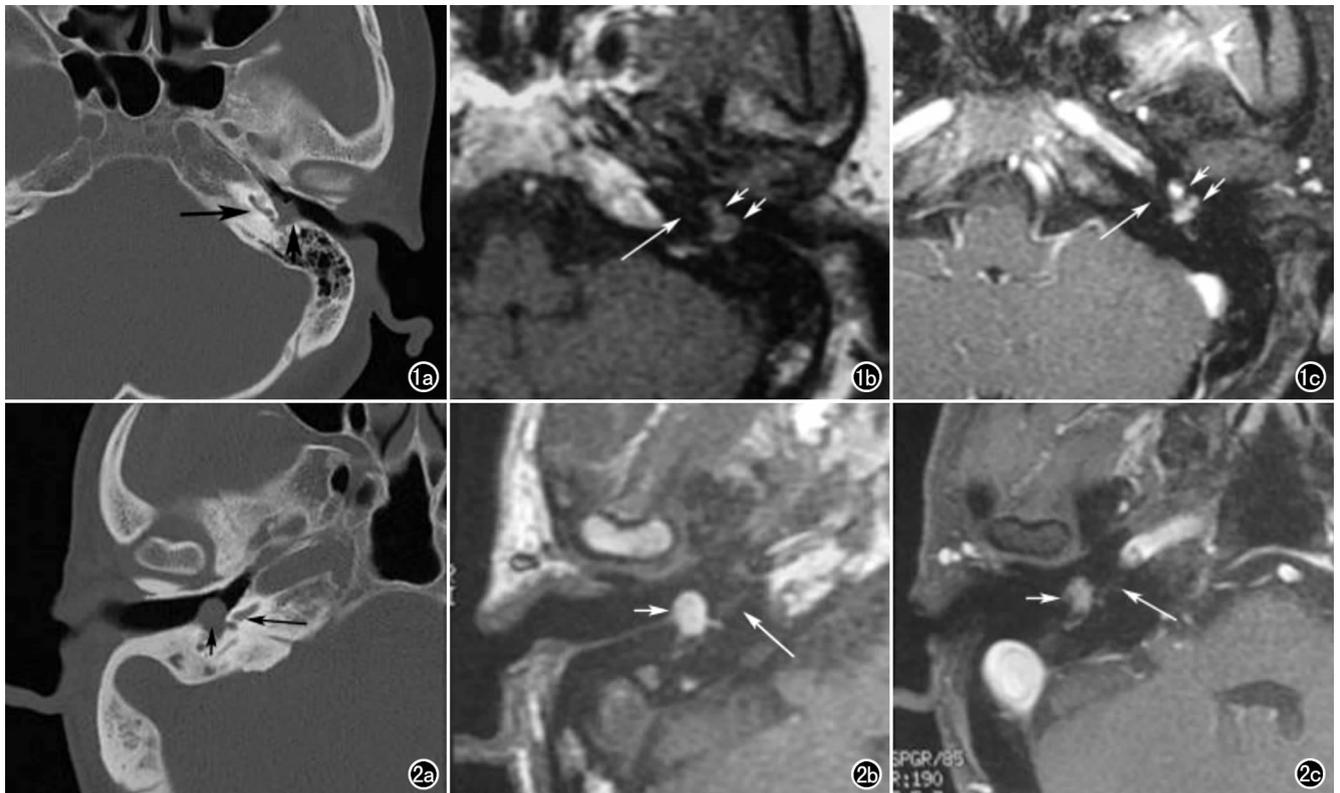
鼓室球瘤(短箭为鼓室内结节,长箭为耳蜗底旋)。a) 轴面 HRCT 示左侧中下鼓室鼓岬见软组织结节; b) T<sub>1</sub>WI 示病灶为中等信号(箭); c) 增强 T<sub>1</sub>WI 示明显强化。图 2 胆固醇肉芽肿(短箭为鼓室内结节,长箭为耳蜗底旋)。a) 轴面 HRCT 骨扫描示右侧中下鼓室后壁见类圆形软组织结节; b) T<sub>1</sub>WI 示鼓室内结节呈高信号; c) 增强后呈高信号,与无强化 T<sub>1</sub>WI 信号相仿。
